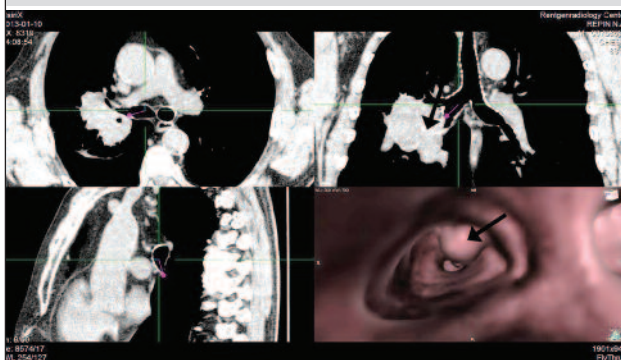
Центральный рак верхней доли правого легкого с распространением на промежуточный бронх. МСКТ, ВБ – определяются опухолевые массы выступающие в просвет промежуточного бронха
